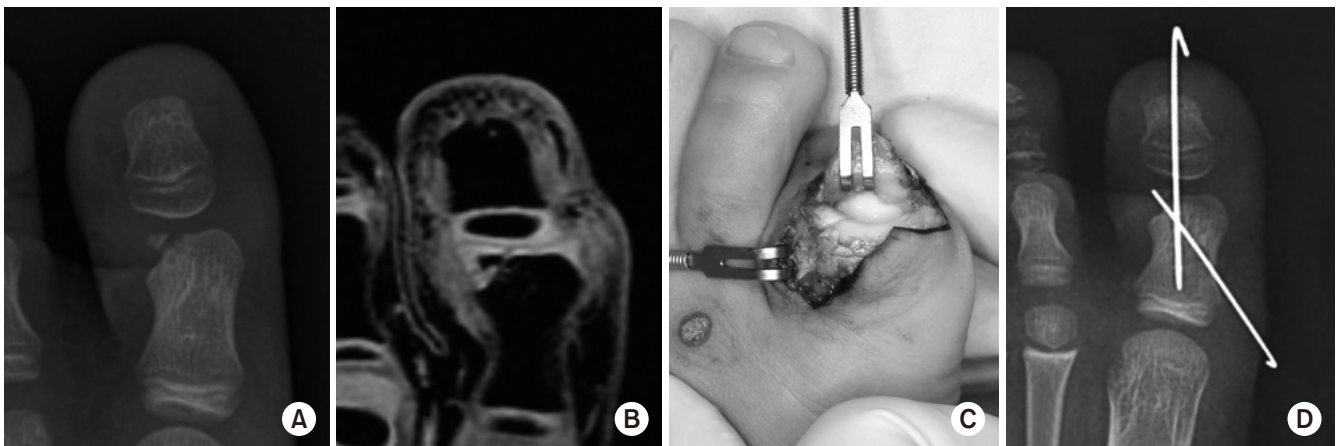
(A, B) The size of the osteochondral fragment might be underestimated on the plain X-ray. (C, D) Minimally displaced osteochondral fracture was fixed with two K-wires.
